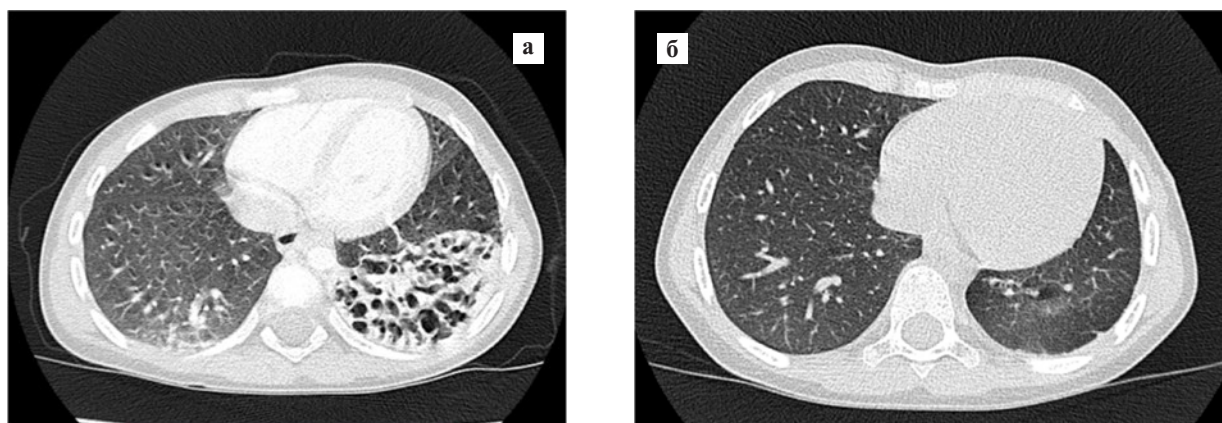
Результаты обследования девочка Б., 3 лет: компьютерные томограммы органов грудной клетки в аксиальной проекции. а — в нижней доле левого легкого определяются множественные бронхоэктазы; б — через 12 мес после оперативного лечения: патологических изменений нет.
